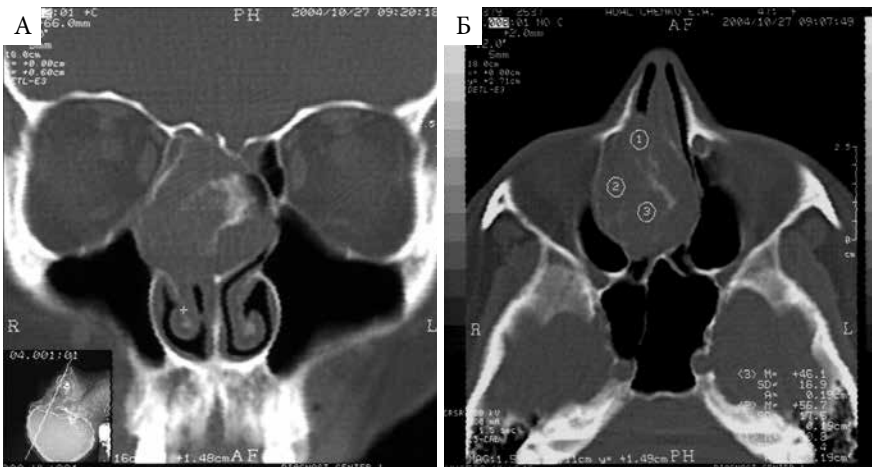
МСКТ пациента Л., 22 года: А – коронарная; Б – аксиальная проекции. Кавернозная гемангиома перегородки носа
